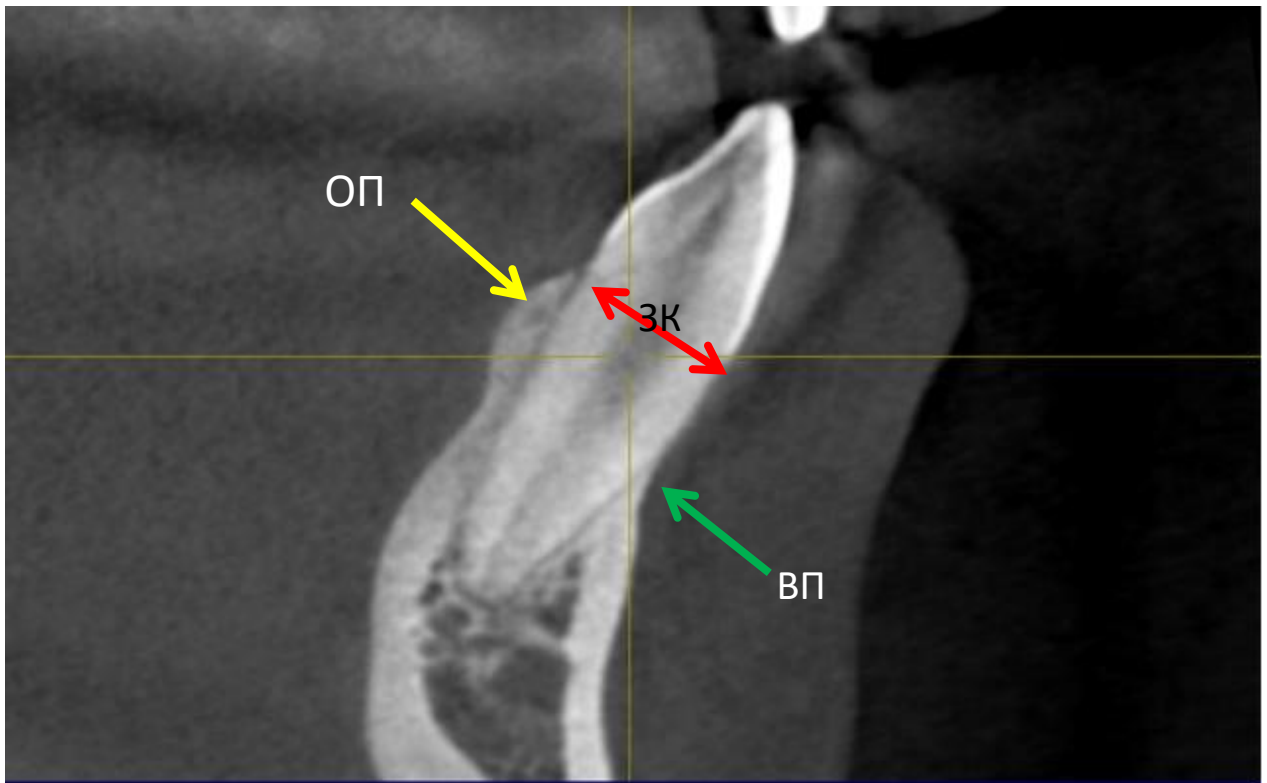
КТ фрагмента челюсти. Указаны измеряемые параметры
